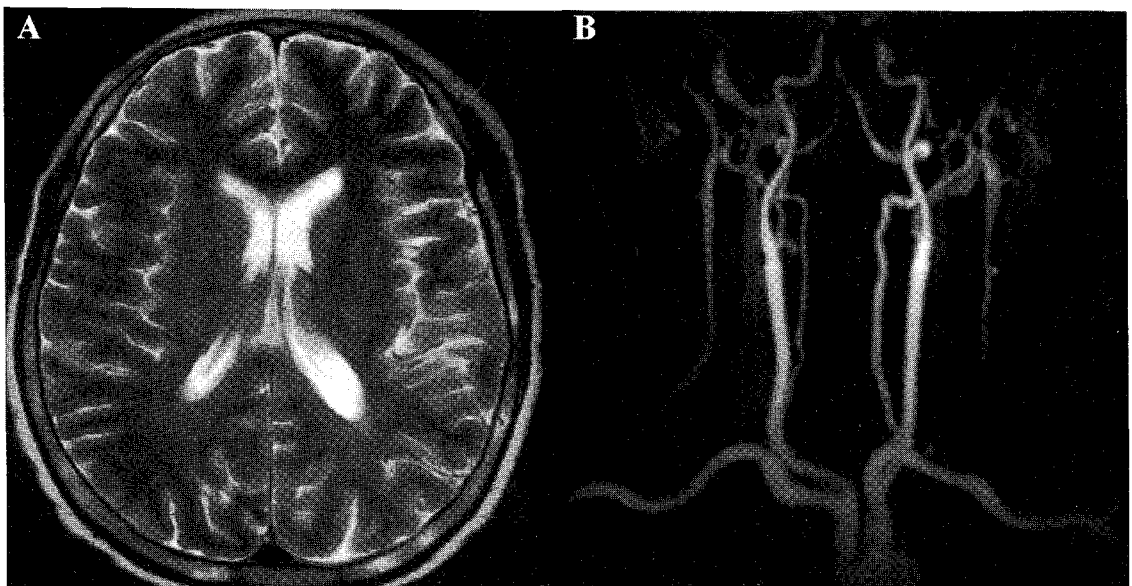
Brain MRI (A) and MR angiography (B) show no remarkable abnormalities.
